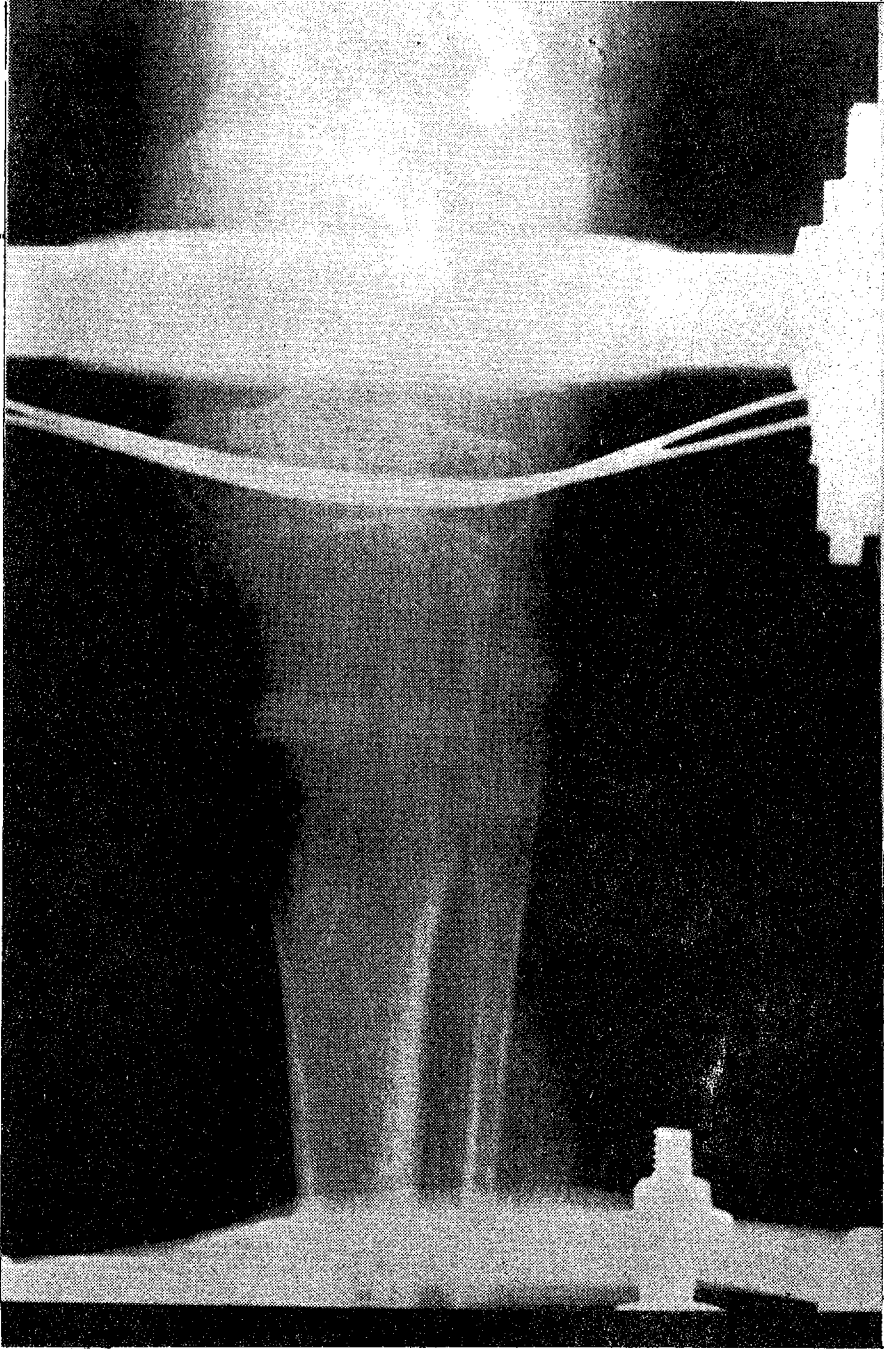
Radiografía del día 62do del alargamiento (Caso 1).
